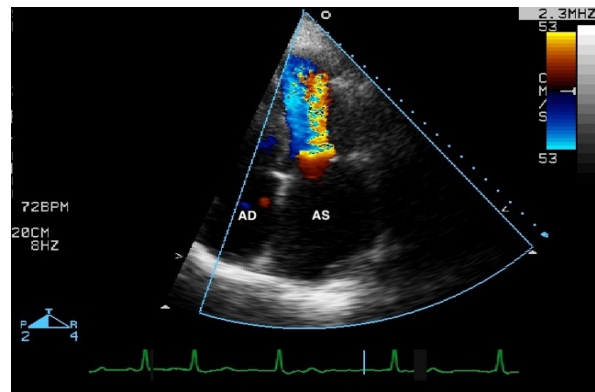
ETT, incidență apicală 4 camere, cu suprapunere Doppler color, la un pacient cu SM: aspect de ”flacăra de lumânare” tipic pentru SM; AS – atriu stâng, AD – atriu drept
